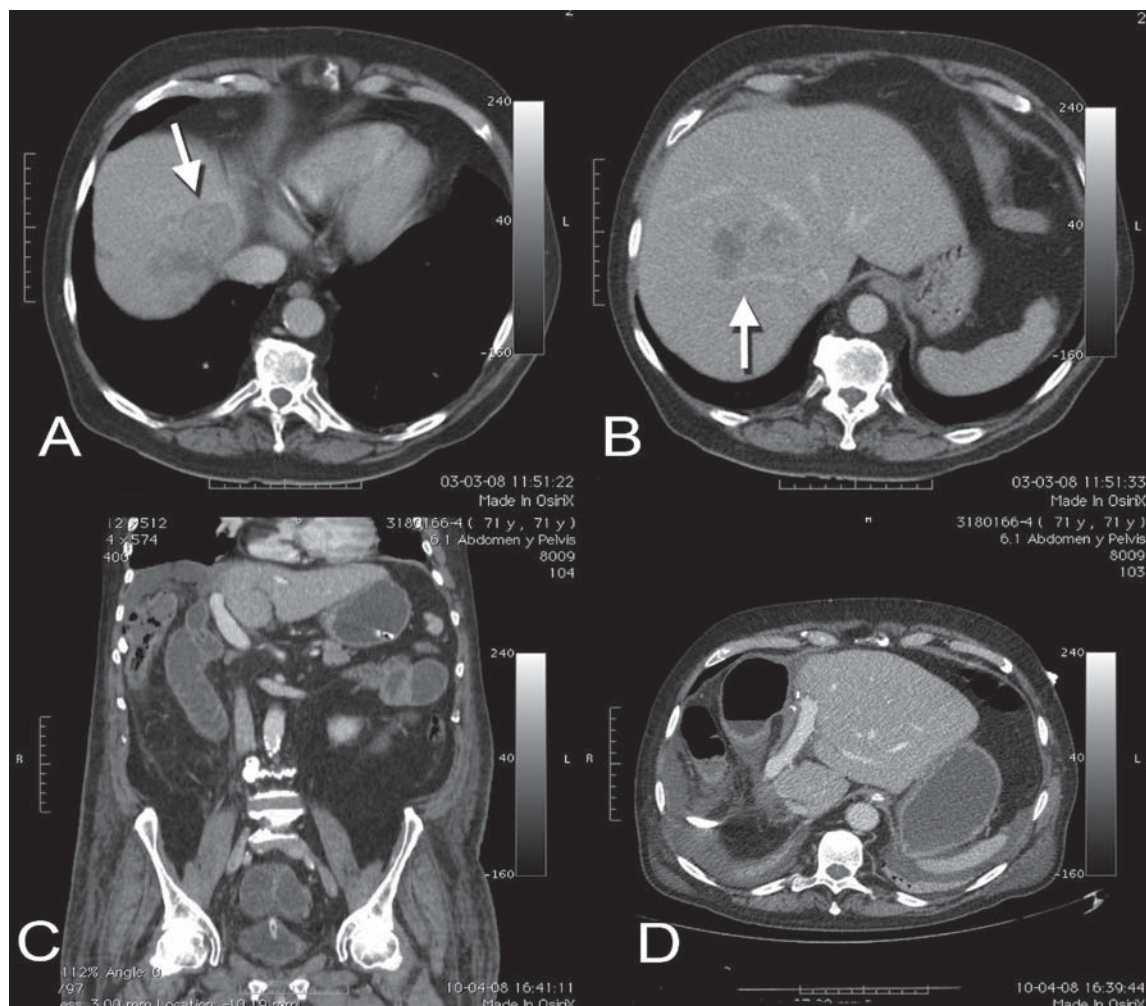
A y B: TAC preoperatorio donde se observa gran tumor hepático central y derecho (flechas). C y D: TAC postoperatorio donde se visualiza el hígado remanente luego de realizada la hepatectomía derecha extendida.
